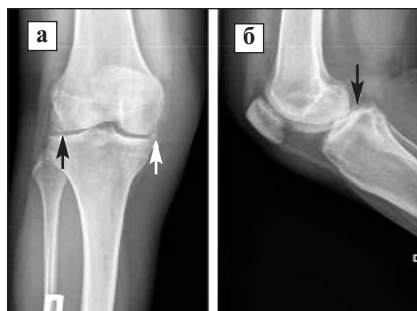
Рентгенограммы (а, б) правого коленного сустава пациентки М.: в проекции суставной щели определяются включения высокой плотности линейной формы — очаги ХК (стрелки)
